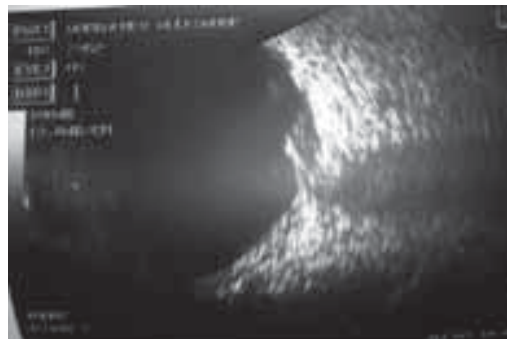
УЗИ картина юкстапапиллярной меланомы
